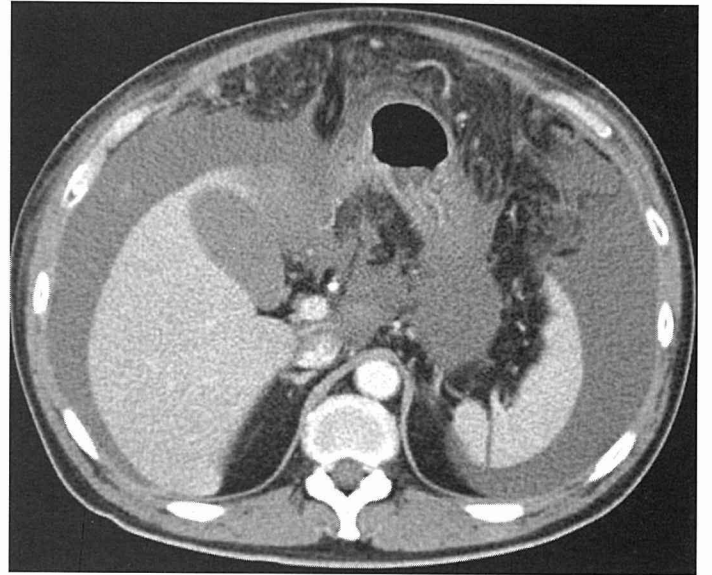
入院時CT 初診時に比べ腹水の増加を認める
